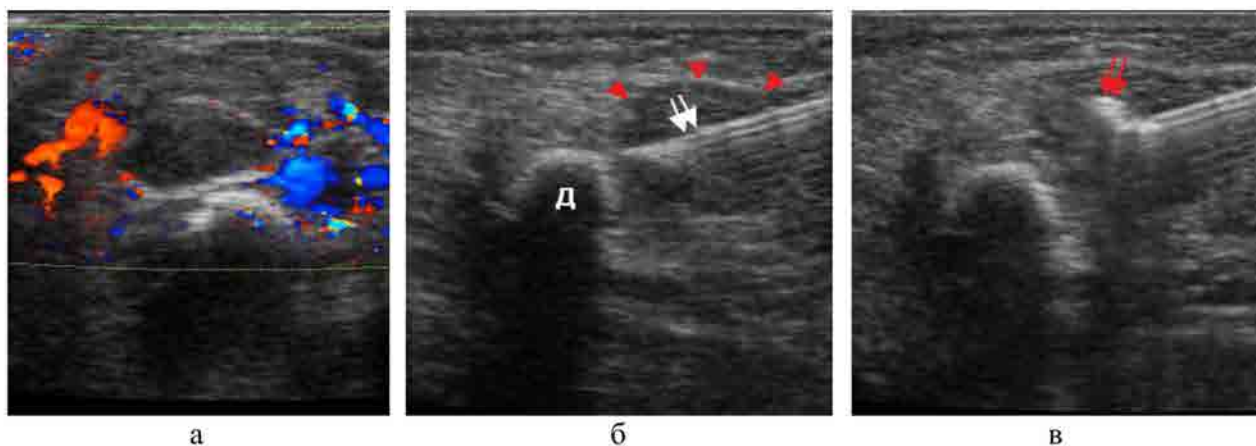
Сонограммы того же пациента, пункция гнойного затека правого плеча под контролем УЗИ; Д – диафиз плеча справа, короткие красные стрелки – затек, двойная белая стрелка – пункционная игла, двойная красная стрелка – поступление содержимого из шприца в полость затека (феномен спонтанной дегазации жидкости); а – поперечный скан на уровне верхней трети плечевой кости; б – продольный скан по передней поверхности плечевого сустава справа; в – введение препарата в полость затека
